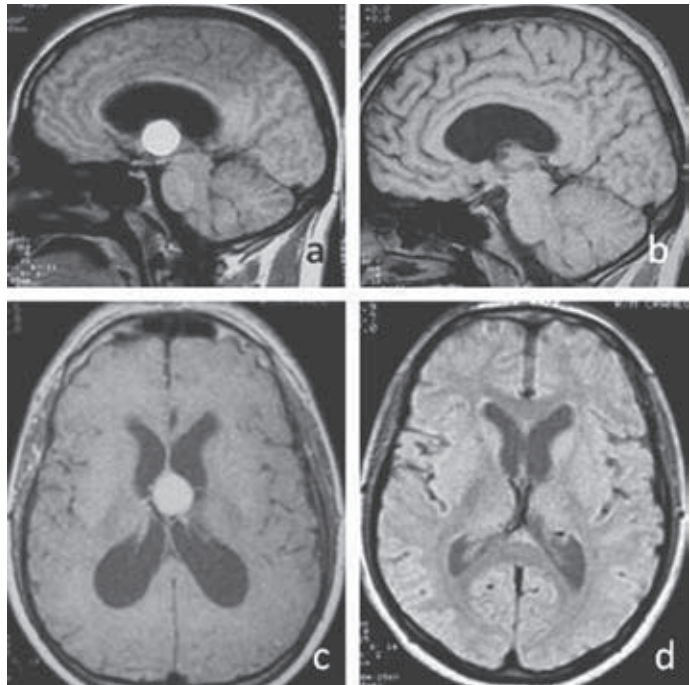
A: RM sagital preoperatorio de quiste coloide. B: RM sagital postoperatorio de quiste coloide. C: RM axial preoperatorio de quiste coloide. D: RM axial postoperatorio de quiste coloide.
